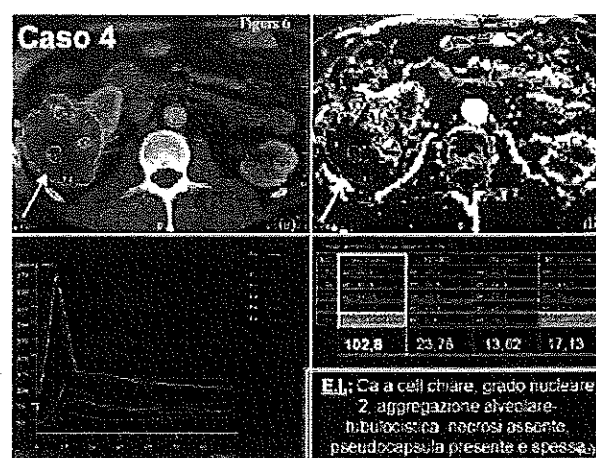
CASO 4: TC convenzionale (a) e TC con perfusione (b) correlata all'esame istologico (c)
